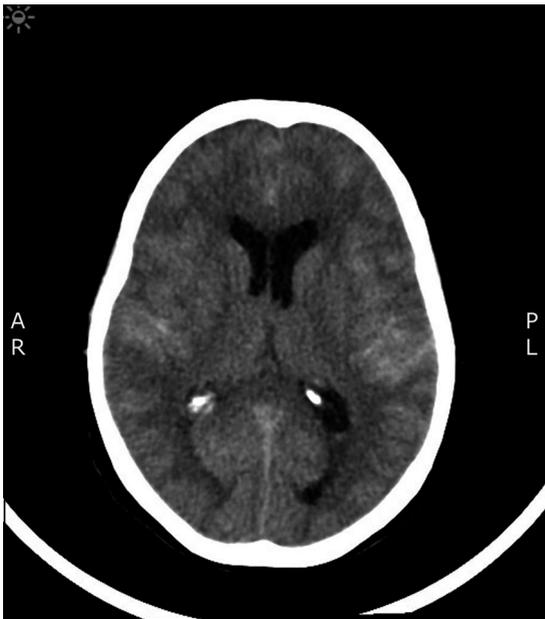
TAC cerebro sin contraste. Hemorragia subaracnoidea occipital bilateral con leve hemoventriculo.
